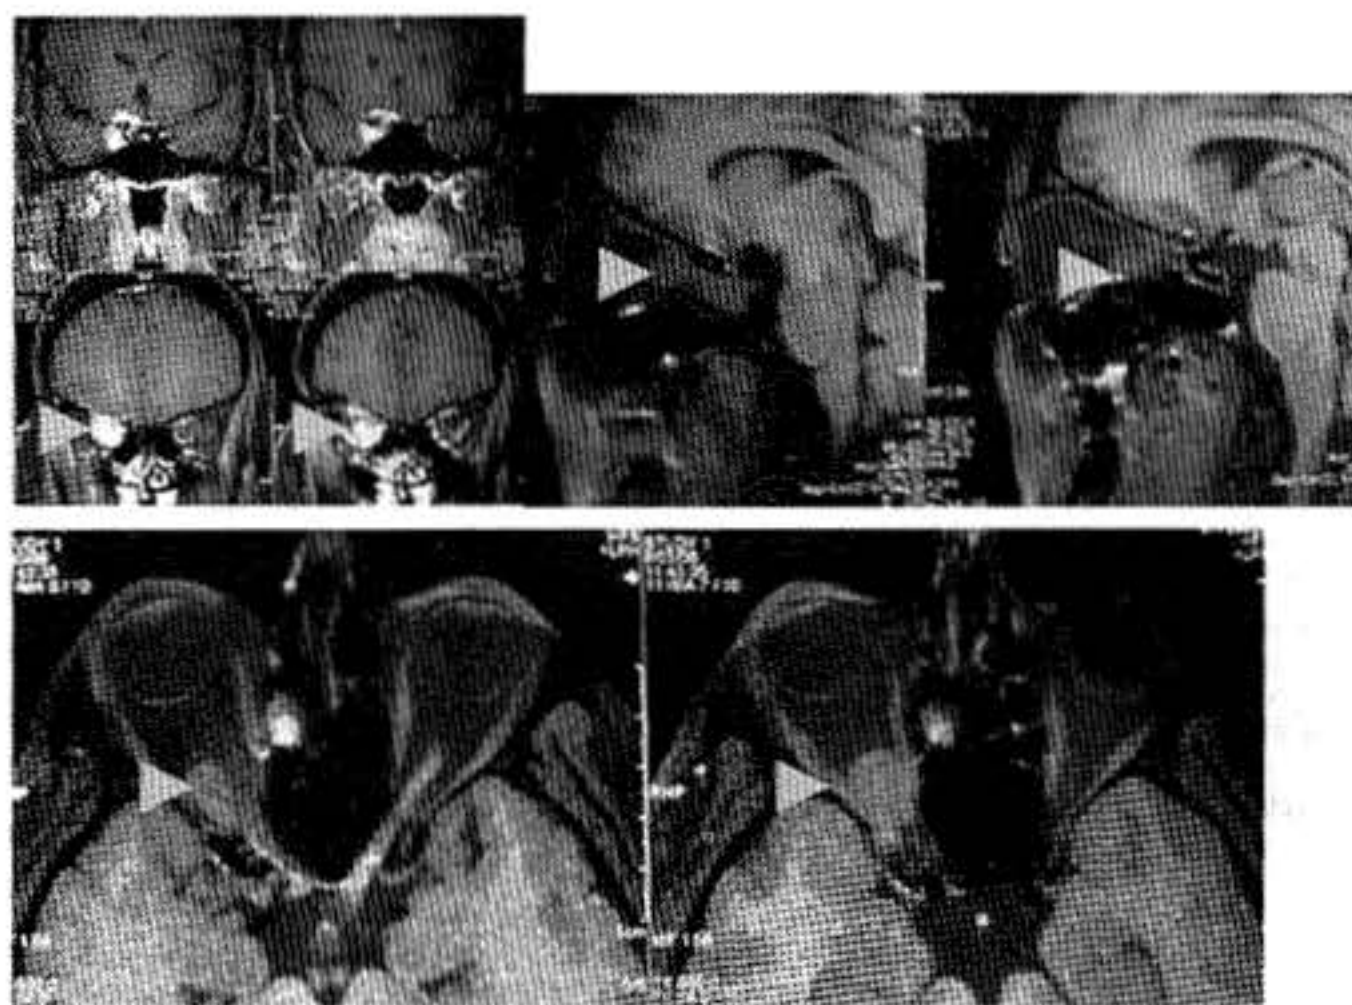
Resonancia en los tres planos donde se observa la tumoración en la cúspide de la pirámide orbitaria señalada con la flecha y su invasión al seno cavernoso.
